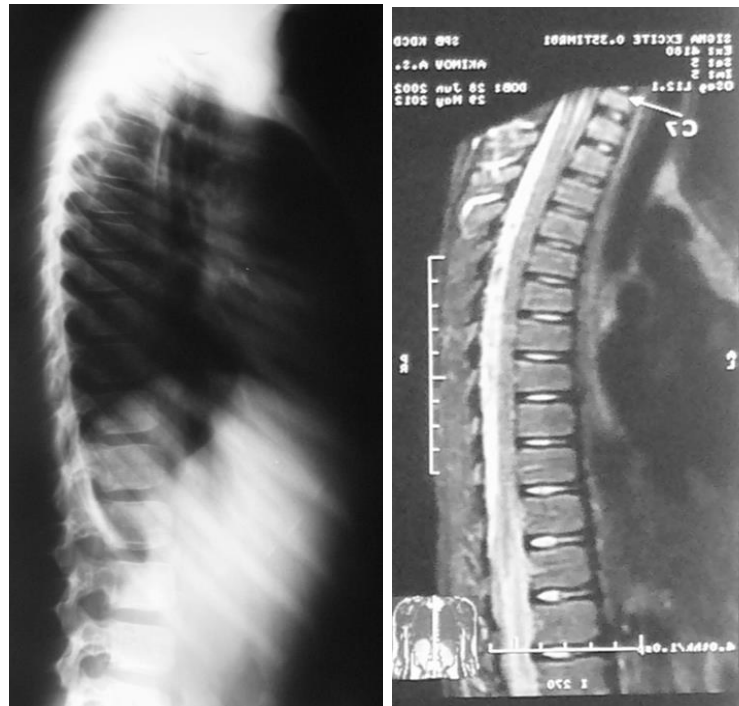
Рентгенограмма в боковой проекции (лёжа) и МРТ грудного отдела позвоночника пациента А. 9 лет.
